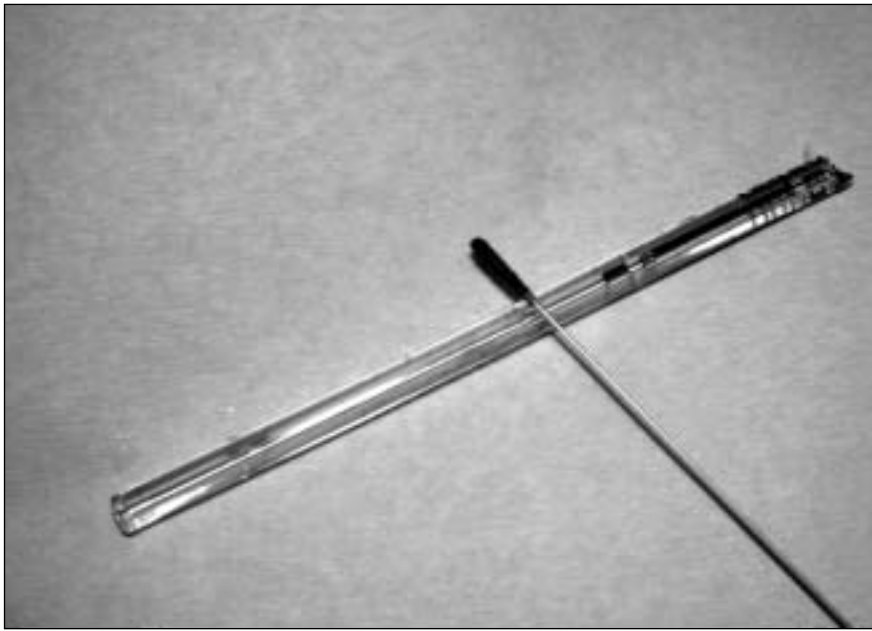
Réaction positive au gaïac lors d'un test tampon de capillaires non rincés, mais traités à l'ultrason.
